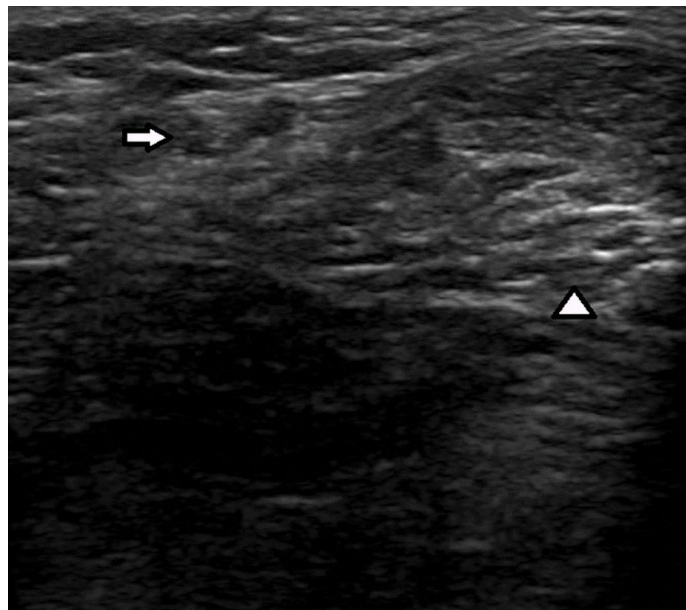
Nervio sural. La imagen de ultrasonido muestra el nervio sural (flecha). El tendón de Aquiles (punta de flecha) se ve adyacente al nervio.
